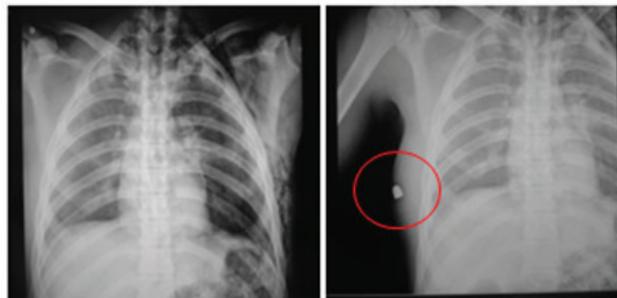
Radiografias de tórax de um cadáver.
